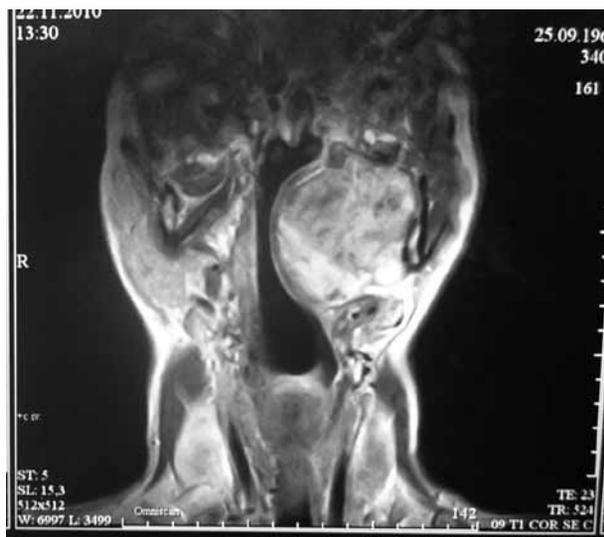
По данным КТ справа в парафарингеальной области определяется опухоль 53 × 62 × 60 мм дольчатого характера, гипointенсивной плотности, деформирующая глотку
